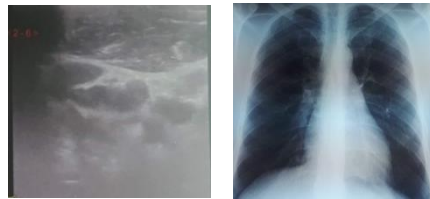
échographie parotidienne et radio thorax
